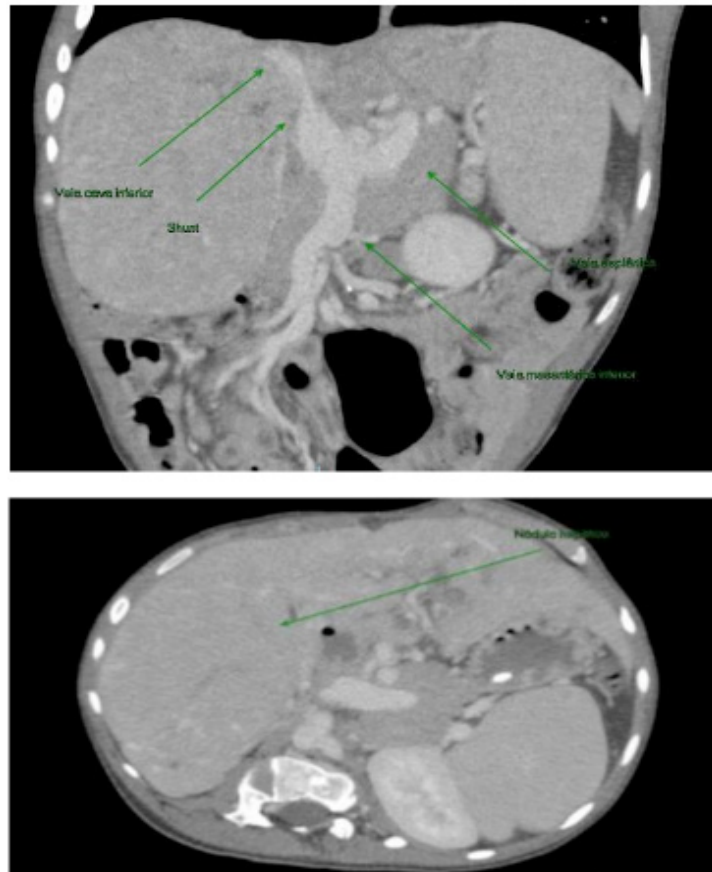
A tomografia computadorizada demonstrou não apenas a presença de múltiplos nódulos hepáticos com características sugestivas de adenomas, mas também ausência da veia porta; em seu lugar, um tronco curto formado pela união das veias mesentérica superior e esplênica que “contornavam” o fígado e drenavam diretamente para a veia cava inferior
